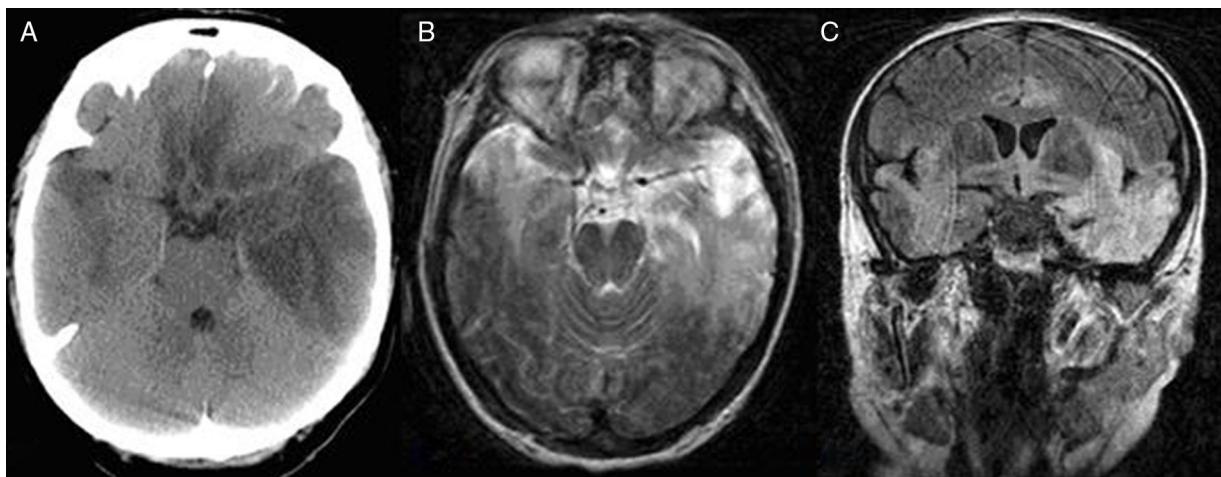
Afectación temporal, frontal basal, insular y cingular, de forma bilateral asimétrica con predominio izquierdo en imágenes de TC (A) y RM (corte axial potenciado en T2 [B] y coronal FLAIR [C]).
